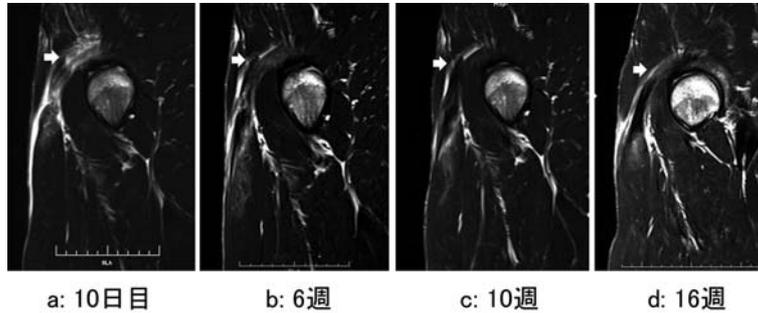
MRI 所見の推移(矢状断 T2 強調像)
